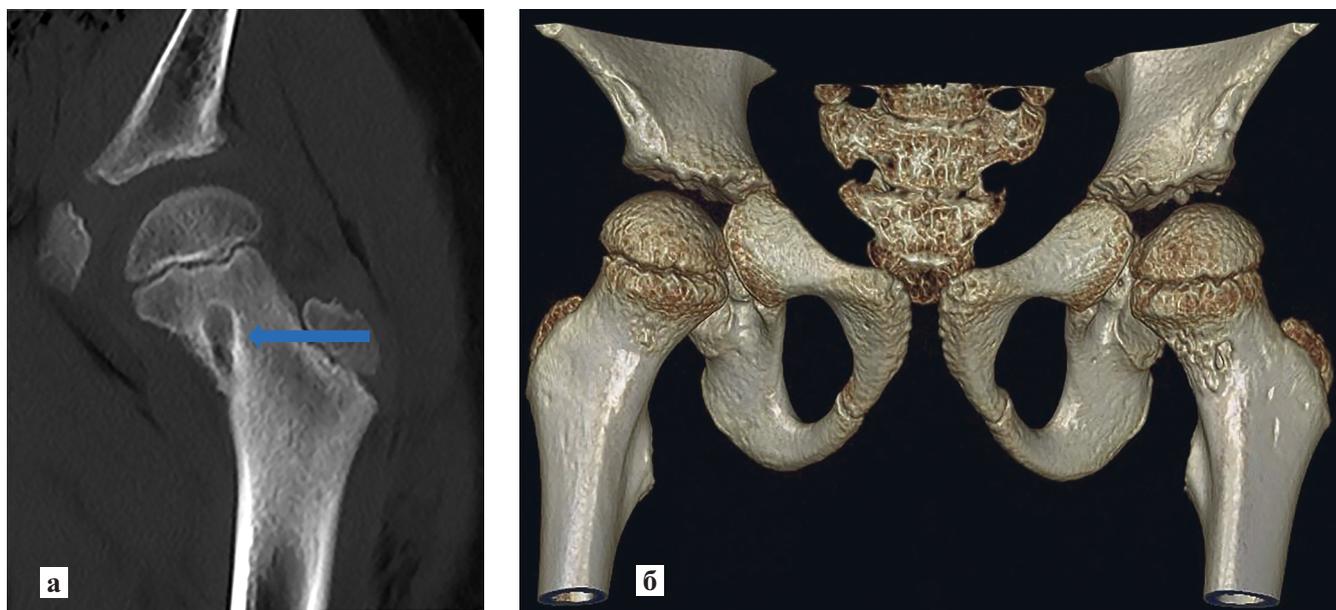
Рентгеновская компьютерная томограмма левого тазобедренного сустава в сагиттальной проекции (а). Определяется участок костной деструкции в области шейки левой бедренной кости (стрелка). 3D реконструкция таза (б)
